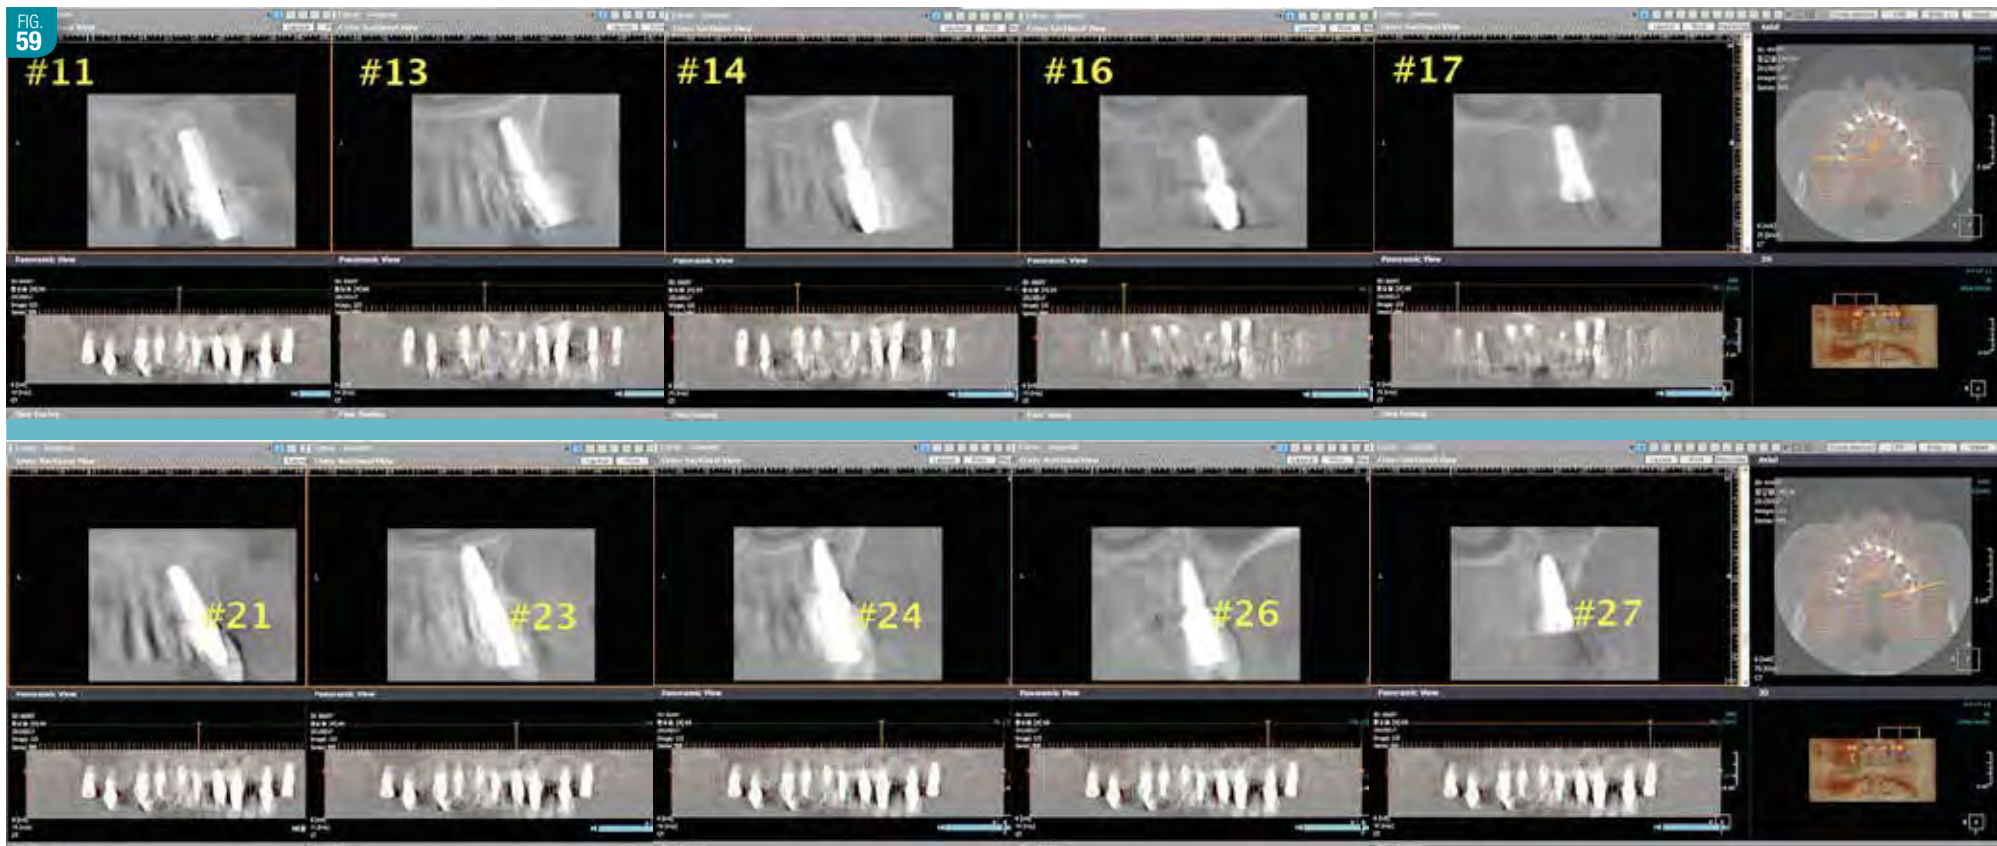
Cone Beam post-opératoire: sections coronales des différents implants maxillaires
